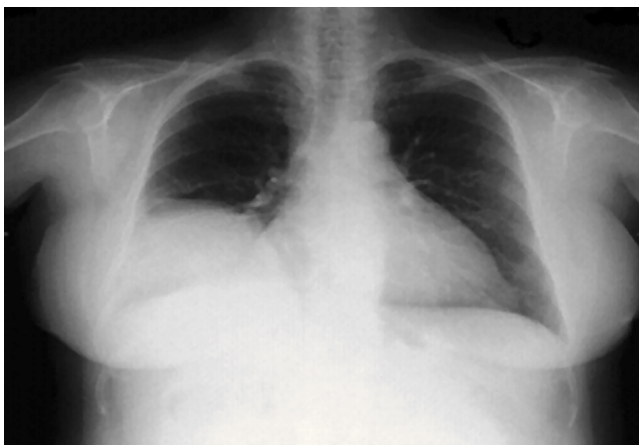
Radiografía de tórax: morfología anómala del diafragma derecho.
